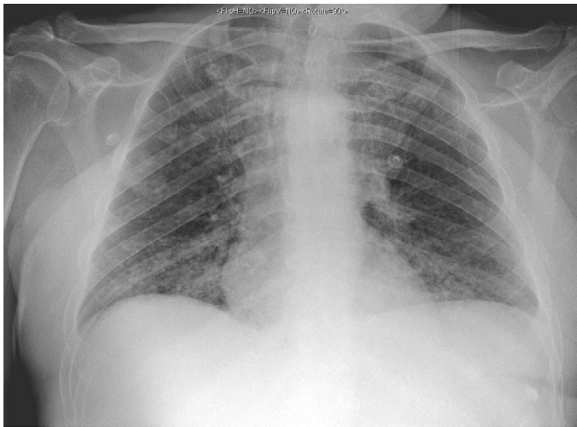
Radiografía de tórax correspondiente al segundo caso que muestra un infiltrado intersticial bibasal, sugestiva de infección por SARS-CoV-2.
